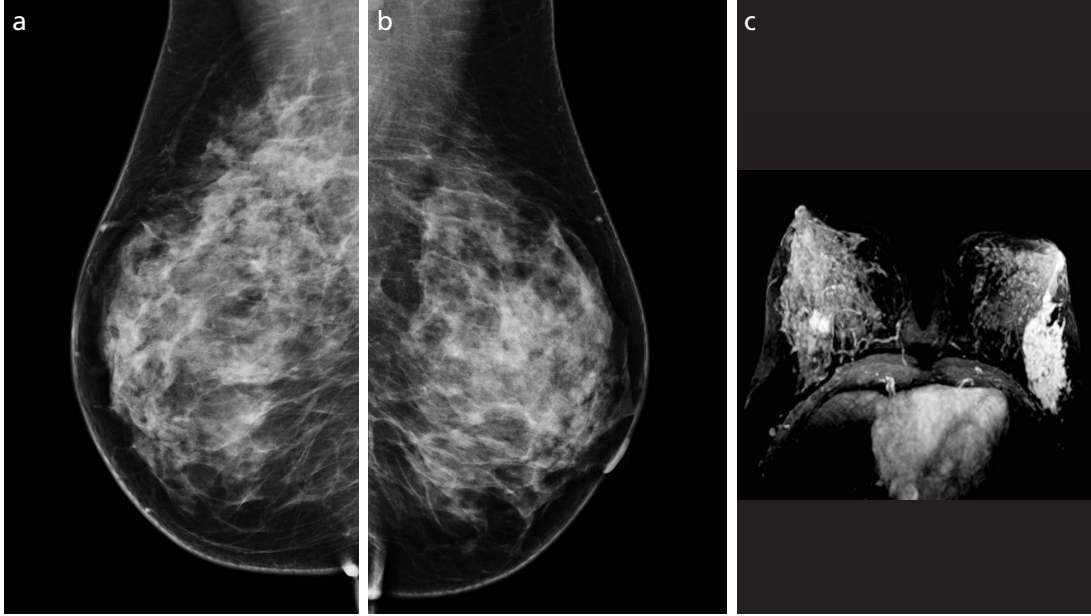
a-c. (a,b) CC ve MLO pozisyonda heterojen dens meme yapısında sayısı belirlenemeyen kitle lezyonları mevcut. Olgunun MIP-MRG görüntüsünde (c) sağ meme iç kadranda dört adet malign özellikte kitle izleniyor. Multifokal meme tümörü.
